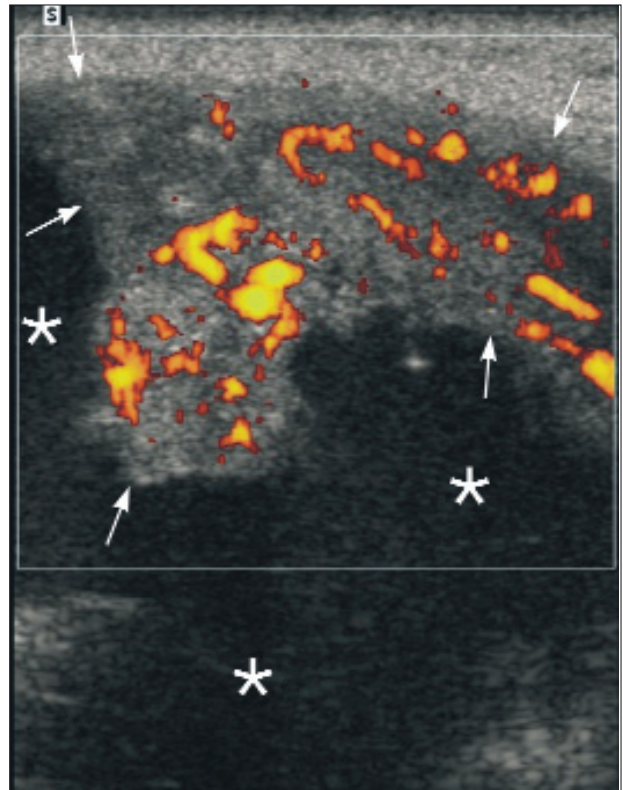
Gruczolak wielopostaciowy w śliniance przyusznej jako przykład zmiany ogniskowej (strzałki) o obrazie USG charakterystycznym dla niezłośliwych zmian ogniskowych: owalno-policykliczny kształt, wyraźne, równe granice, jednorodna echogeniczność.
